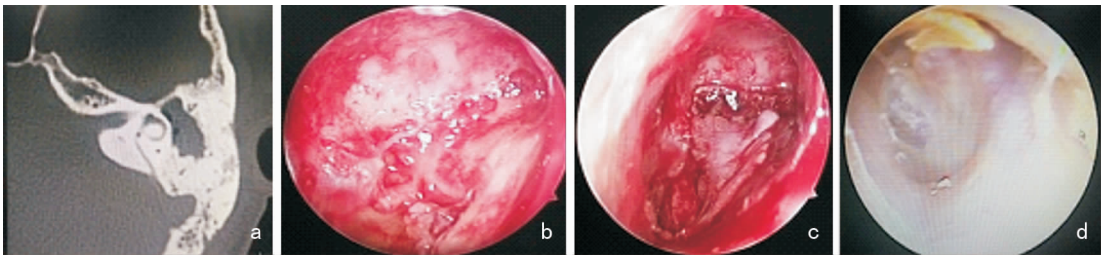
上鼓室鼓窦胆脂瘤 a:术前 CT 显示右耳板障型乳突,上鼓室、鼓窦组织占位影,局部骨质吸收破坏;b:内镜下清除上鼓室、鼓窦胆脂瘤,镫骨完整保留;c:内镜下耳屏软骨及颞肌筋膜修复穿孔鼓膜,形成“独立”鼓室腔,与上鼓室、鼓窦隔开,后者与外界相通;d:术后 3 个月,内镜下复查鼓膜愈合良好,上鼓室、鼓窦上皮化,引流通畅,未见胆脂瘤复发
